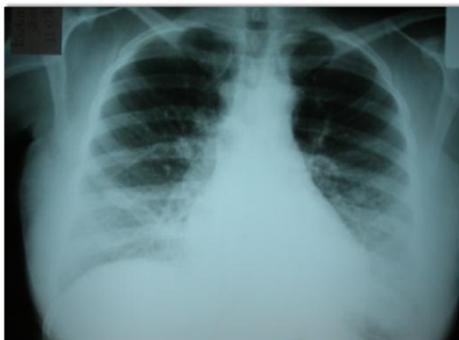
Radiografia de paciente com hemoglobinopatia SC no terceiro trimestre de gestação apresentando os sintomas iniciais da síndrome torácica aguda, com infiltrado pulmonar em ambas as bases pulmonares.
